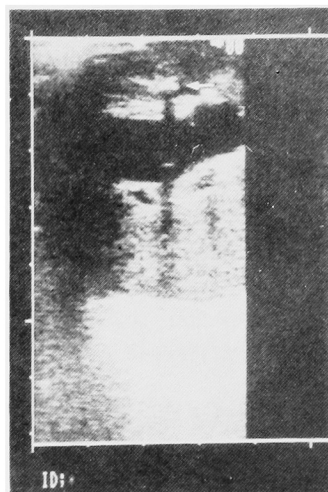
An intraoperative 7.5 MHz. ultrasonogram showing a small renal stone (arrow) accompanied with an acoustic shadow.
